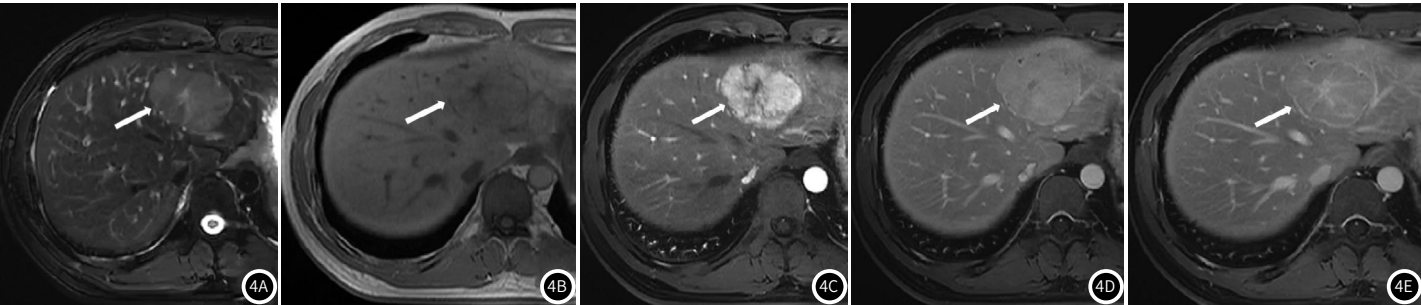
图4E 男27岁, MRI平扫及增强图像, 图4A 肝左叶病灶抑脂T₂WI像呈稍高信号, 中心瘢痕呈更高信号; 图4B T₁WI像病灶呈等信号, 瘢痕呈低信号; 图4C动脉期病灶明显强化, 中央瘢痕未见强化; 图4D 门脉期病灶持续强化, 瘢痕逐渐强化, 周边见假包膜; 图4E 延迟期病灶呈等信号, 瘢痕呈放射状强化, 假包膜仍见显示。
